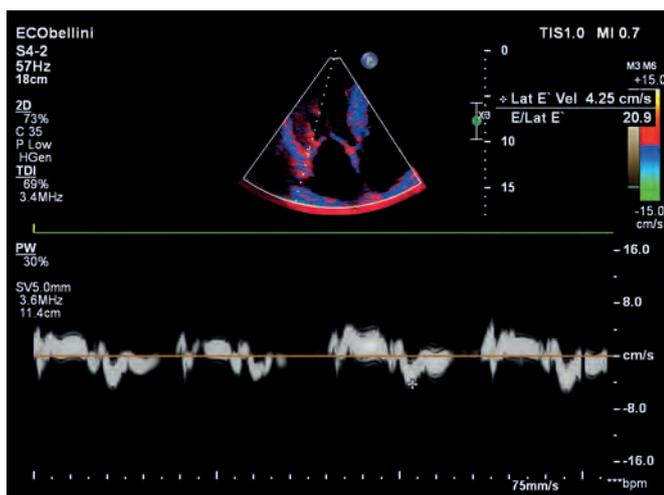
Doppler tecidual do anel mitral, evidenciando a baixa velocidade diastólica, representada pela onda E' igual a 4,2cm/s, com uma relação E/E' igual a 20,9.
